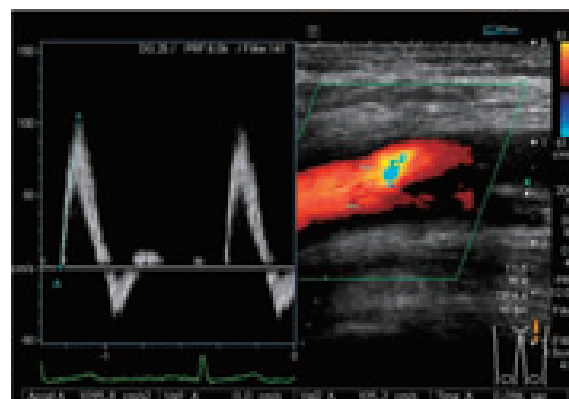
Blood velocity measurement using the pulse Doppler method
